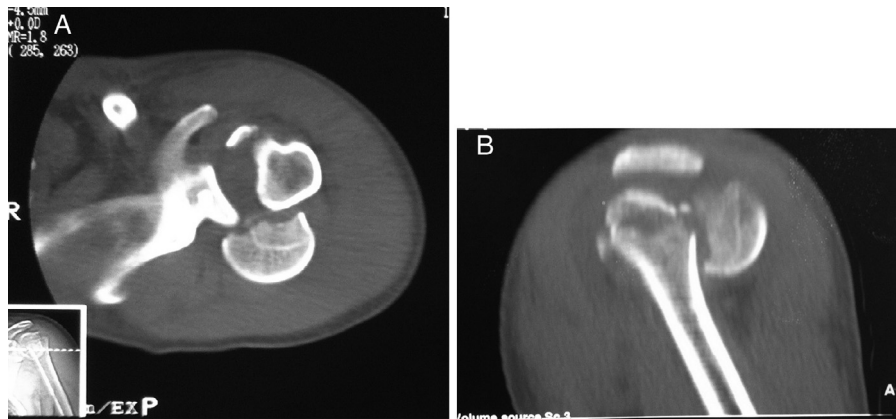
A, corte axial de tomografia computadorizada; B, corte sagital de tomografia computadorizada.
